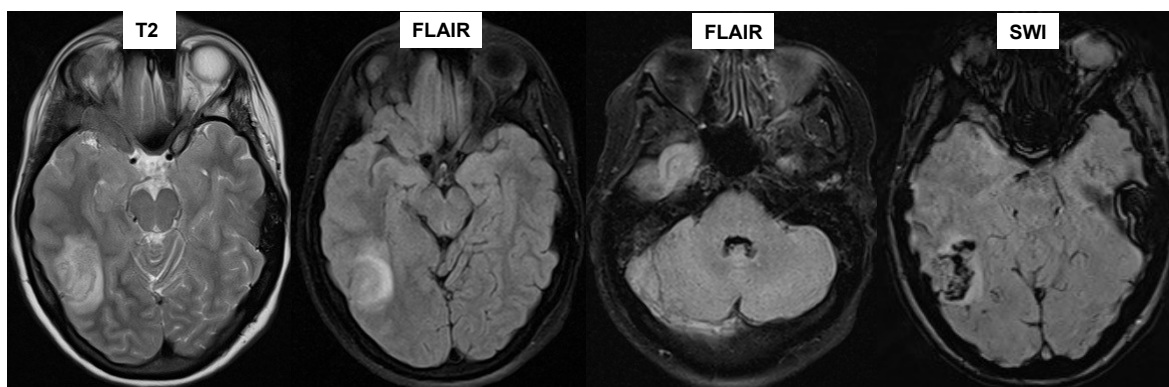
Verschiedene MRT-Sequenzen (siehe Bildtext). Venöse, hämorrhagische Infarzierung parietal rechts, Thrombose des Sinus transversus rechts.
